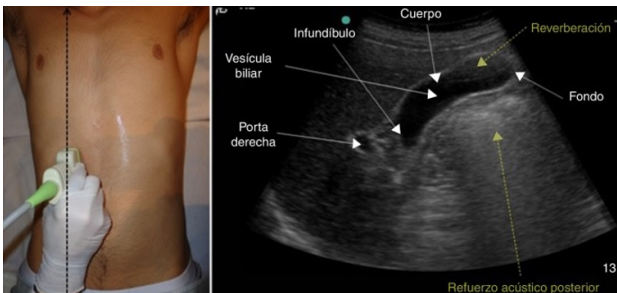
Exploración de vesícula. Utilidad y fiabilidad de la ecografía clínica abdominal en medicina familiar (1): hígado, vías biliares y páncreas. Atención primaria [Imagen]. 2018. Disponible en: <https://doi.org/10.1016/j.aprim.2018.02.004>
